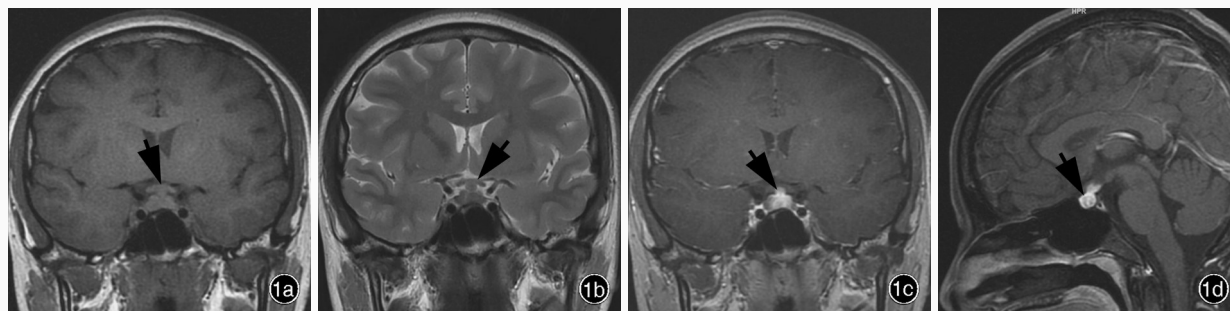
例8患者术前垂体MRI检查所见 1a 冠状位T₁WI显示垂体饱满,上缘略膨隆,横径12.70 mm、上下径7.40 mm,呈等信号(箭头所示);垂体柄增粗,横径5 mm;视交叉未见受压移位 1b 冠状位T₂WI扫描垂体呈等信号(箭头所示) 1c 冠状位增强T₁WI扫描,垂体呈不均匀强化,垂体柄明显强化(箭头所示) 1d 矢状位增强T₁WI显示垂体前后径8.90 mm、垂体柄前后径5 mm(箭头所示),神经垂体信号消失,松果体区未见异常信号
